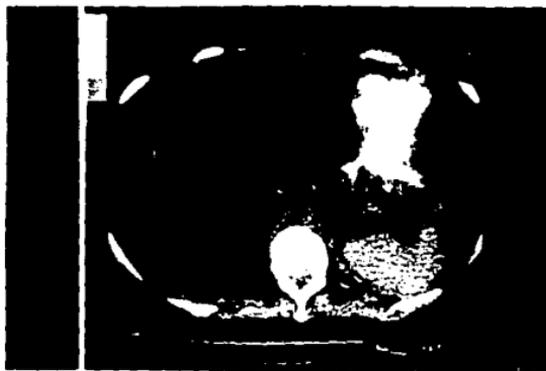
TAC de Abdomen con contraste oral en donde se puede observar hígado aumentado de tamaño y con importante disminución de su densidad (flecha) de +6 a 17 UII que contrasta con la densidad del bazo.
